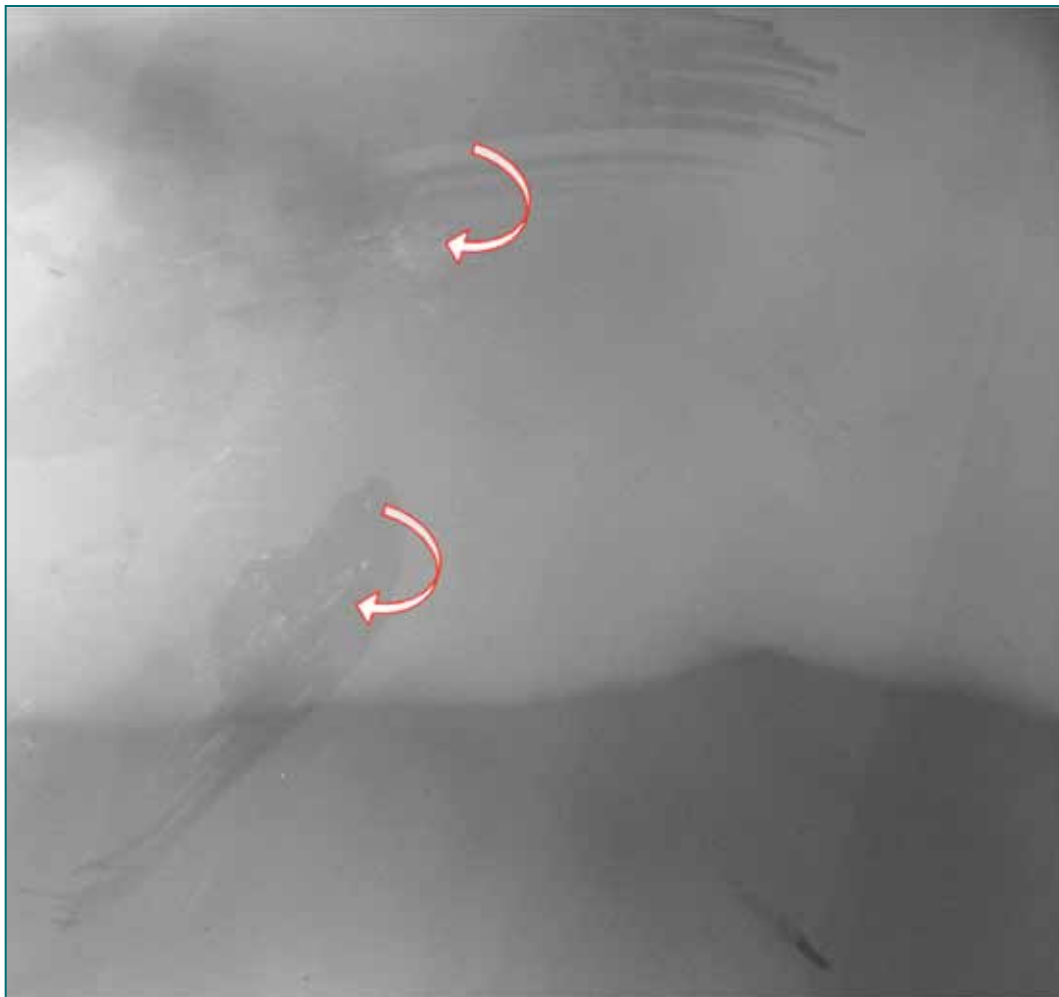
Radiografía del labio. Las flechas indican donde se encuentran las esquirlas dentarias.
